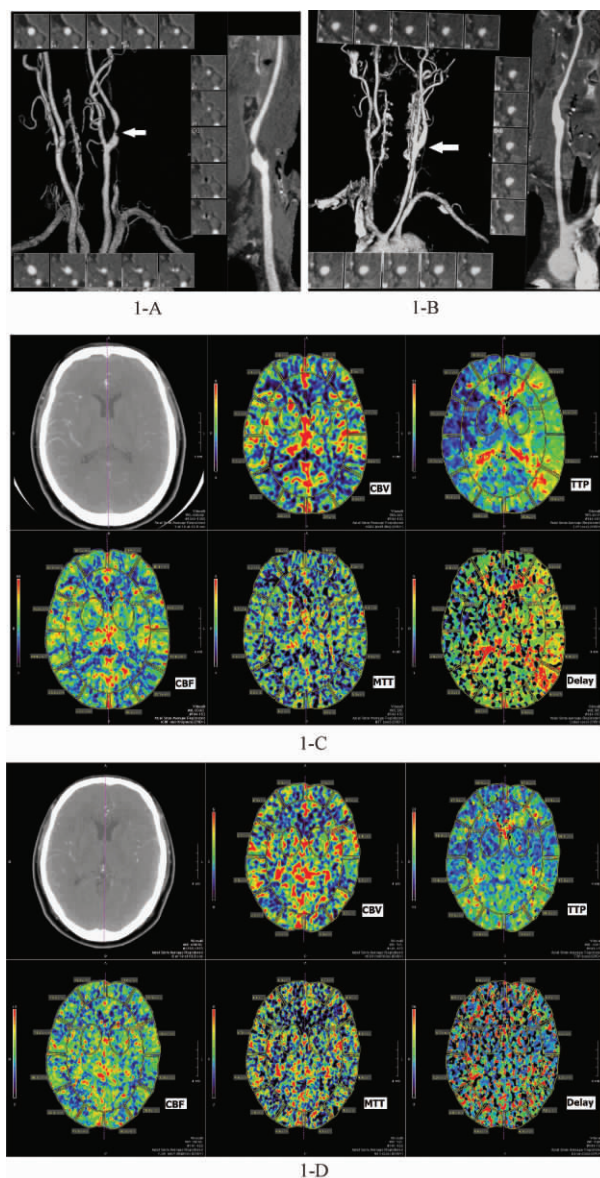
A、B、C、D 为同一患者术前、术后的检查结果: 图 1-A、1-B 为患者颈动脉术前、术后颈动脉 CTA, VR 及血管探针结果。图 1-A 术前左侧颈内动脉近段局限性管腔重度狭窄, 右侧为 CPR 图像显示血管狭窄情况, 周围短轴位图像为 MPR 图像可以显示病变、病变近段、病变远段的管腔狭窄情况及血管管壁的斑块的情况。图 1-B CEA 术后左侧颈总动脉远端-颈内、外动脉近段管腔轻度扩张表现, 管腔狭窄解除。图 1-C、1-D 为该患者术前、术后脑灌注结果。图 1-C: 术前患侧 TTP、Delay 较对侧明显延长, 定性判断为灌注异常 I 期, 归入灌注不对称组, 并进行了灌注参数具体数值的测量。图 1-D: 术后双侧大脑半球灌注基本对称, 并进行了灌注参数具体数值的测量。
